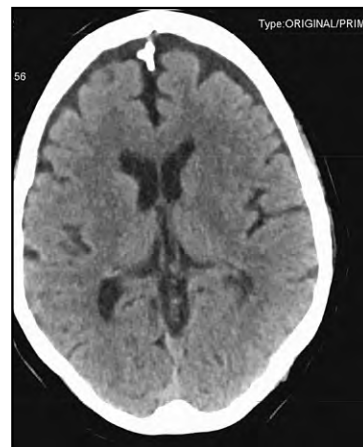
КТ головного мозга в первые часы инсульта. Сглажены извилины коры левой теменной доли. Несколько уменьшены размеры переднего и заднего рогов левого бокового желудочка мозга (признаки отека полушария мозга). Признаков внутримозговой или внутримозговой геморагии не обнаружено
